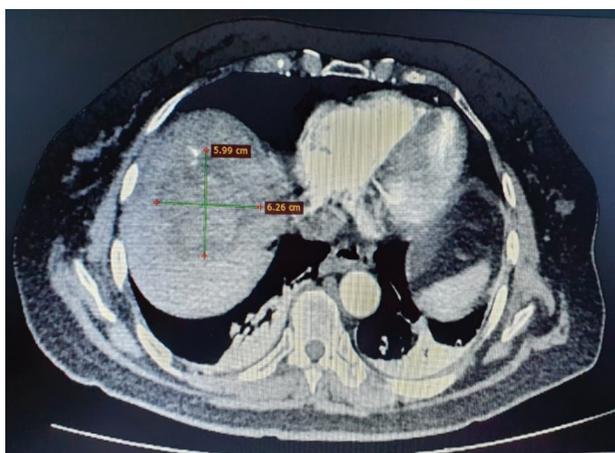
Tomografía trifásica con tumor hepático en segmentos 6 y 7.
